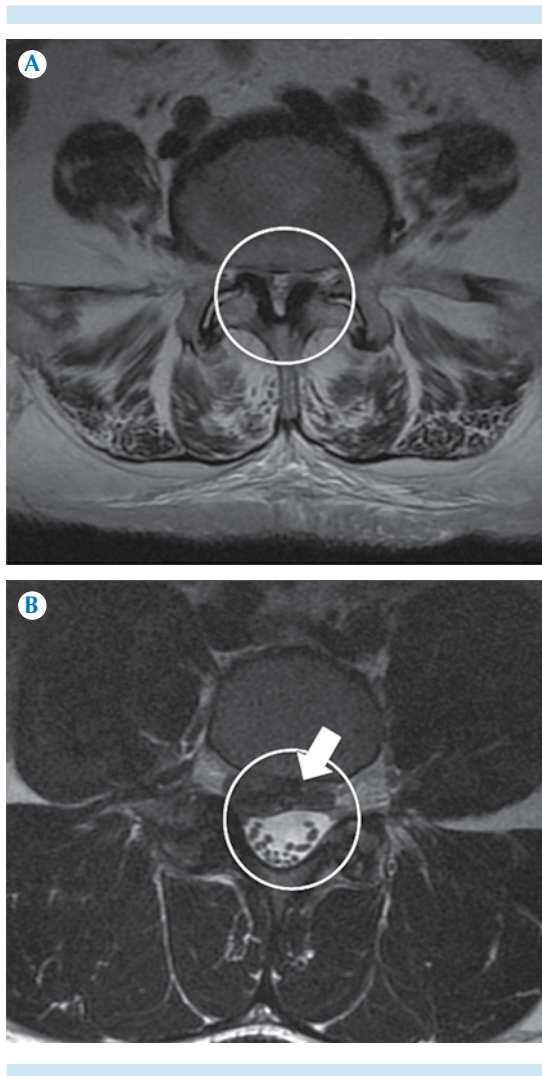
A) Resonancia magnética, eje axial, potenciada en T2: espondilolistesis degenerativa con canal espinal estrecho (círculo). B) Espondilolistesis ístmica donde se amplía el diámetro anteroposterior. Existe, en este caso particular, migración cefálica del disco intervertebral como hallazgo incidental (flecha).
